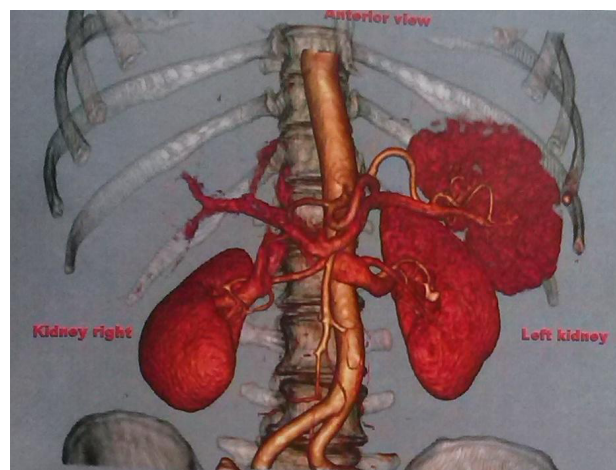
КТ органів черевної порожнини та нирок
